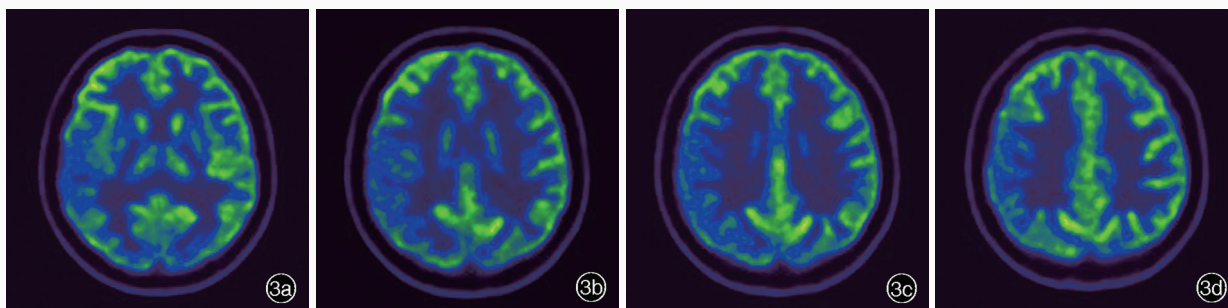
头部¹⁸F-FDG PET显像所见 3a 右侧颞叶皮质代谢降低(蓝色区域所示) 3b,3c 右侧额颞叶和岛叶皮质代谢降低(蓝色区域所示) 3d 右侧顶叶皮质代谢降低(蓝色区域所示)
